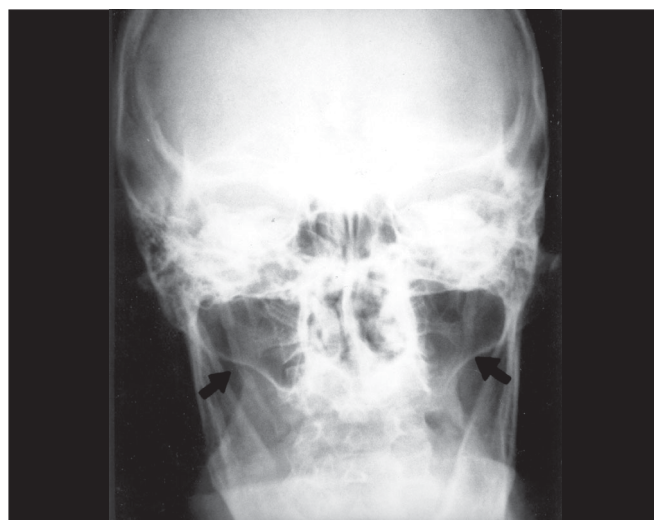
Radiografia simples de crânio antero-posterior – As setas indicam as apófises estilóides alongadas, maior a direita
